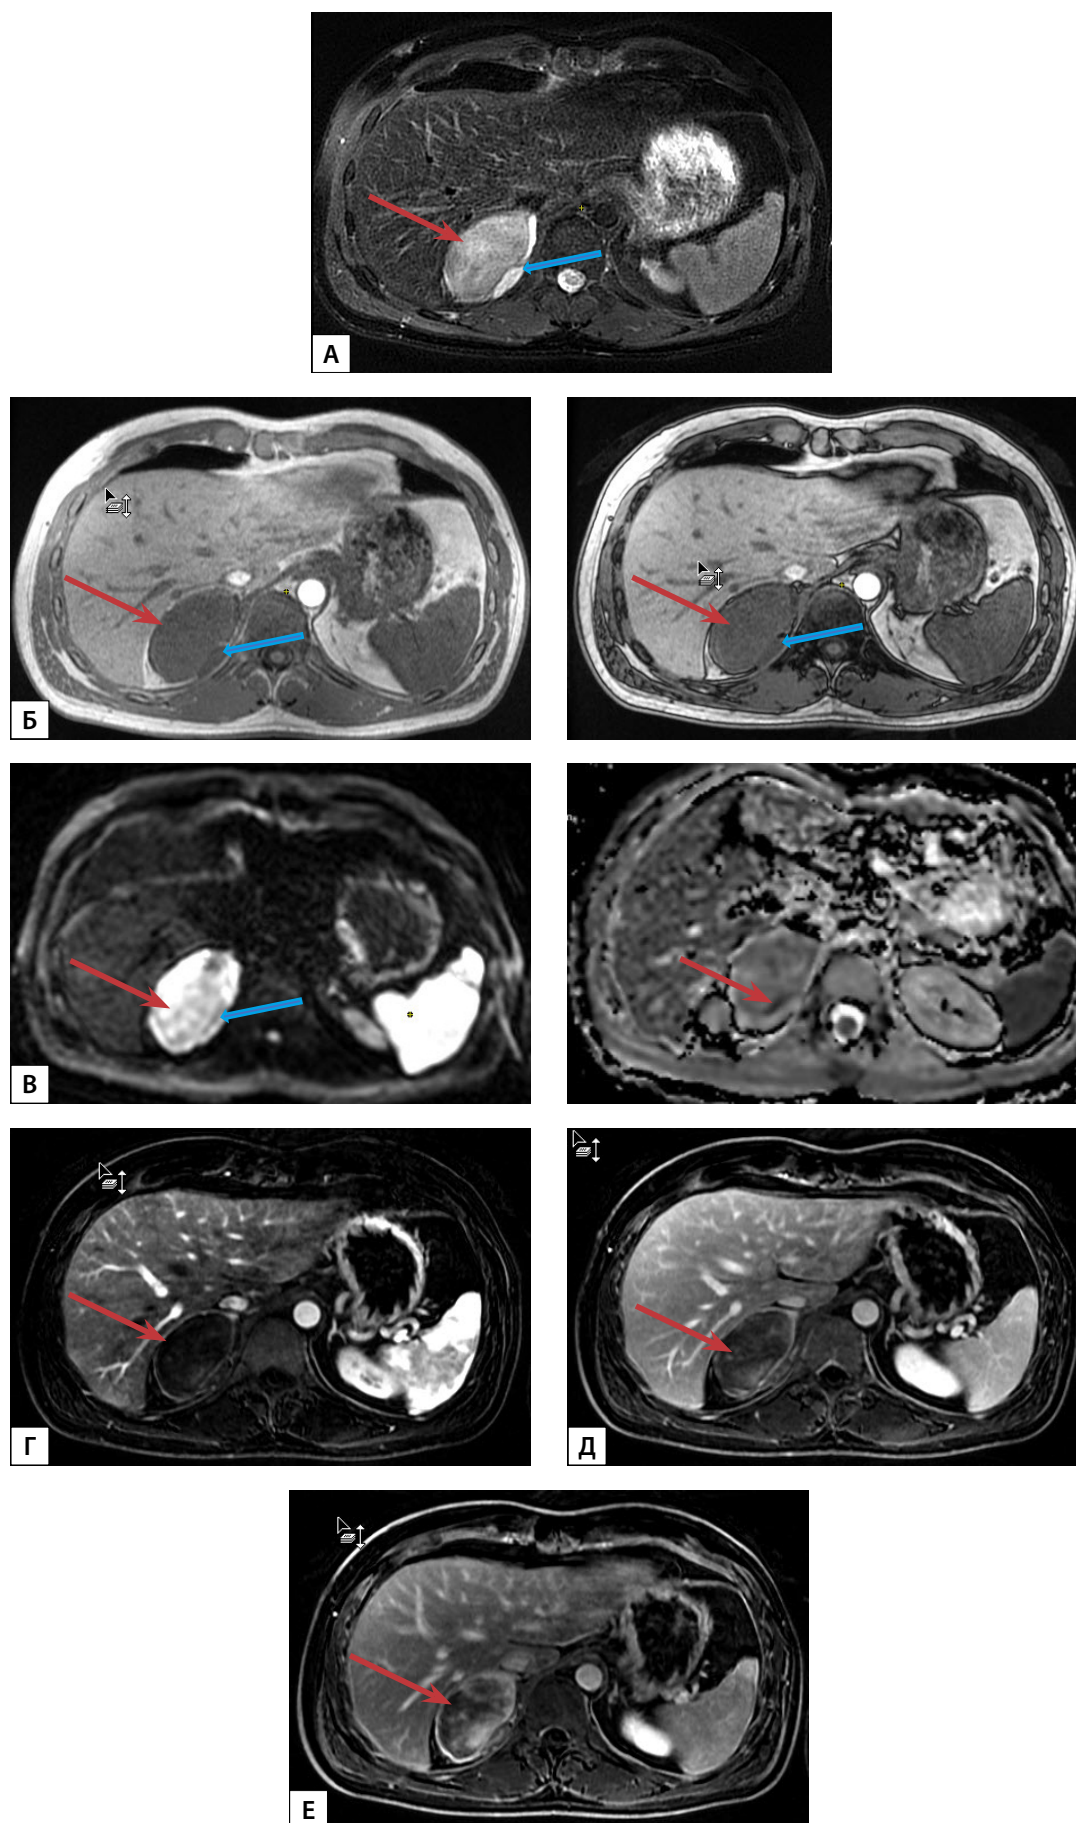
МРТ надпочечников с внутривенным болюсным контрастированием:
